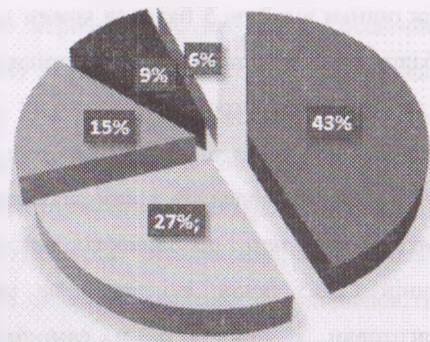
Результати опитування педагогів хореографії щодо музичного супроводу уроків класичного танцю
